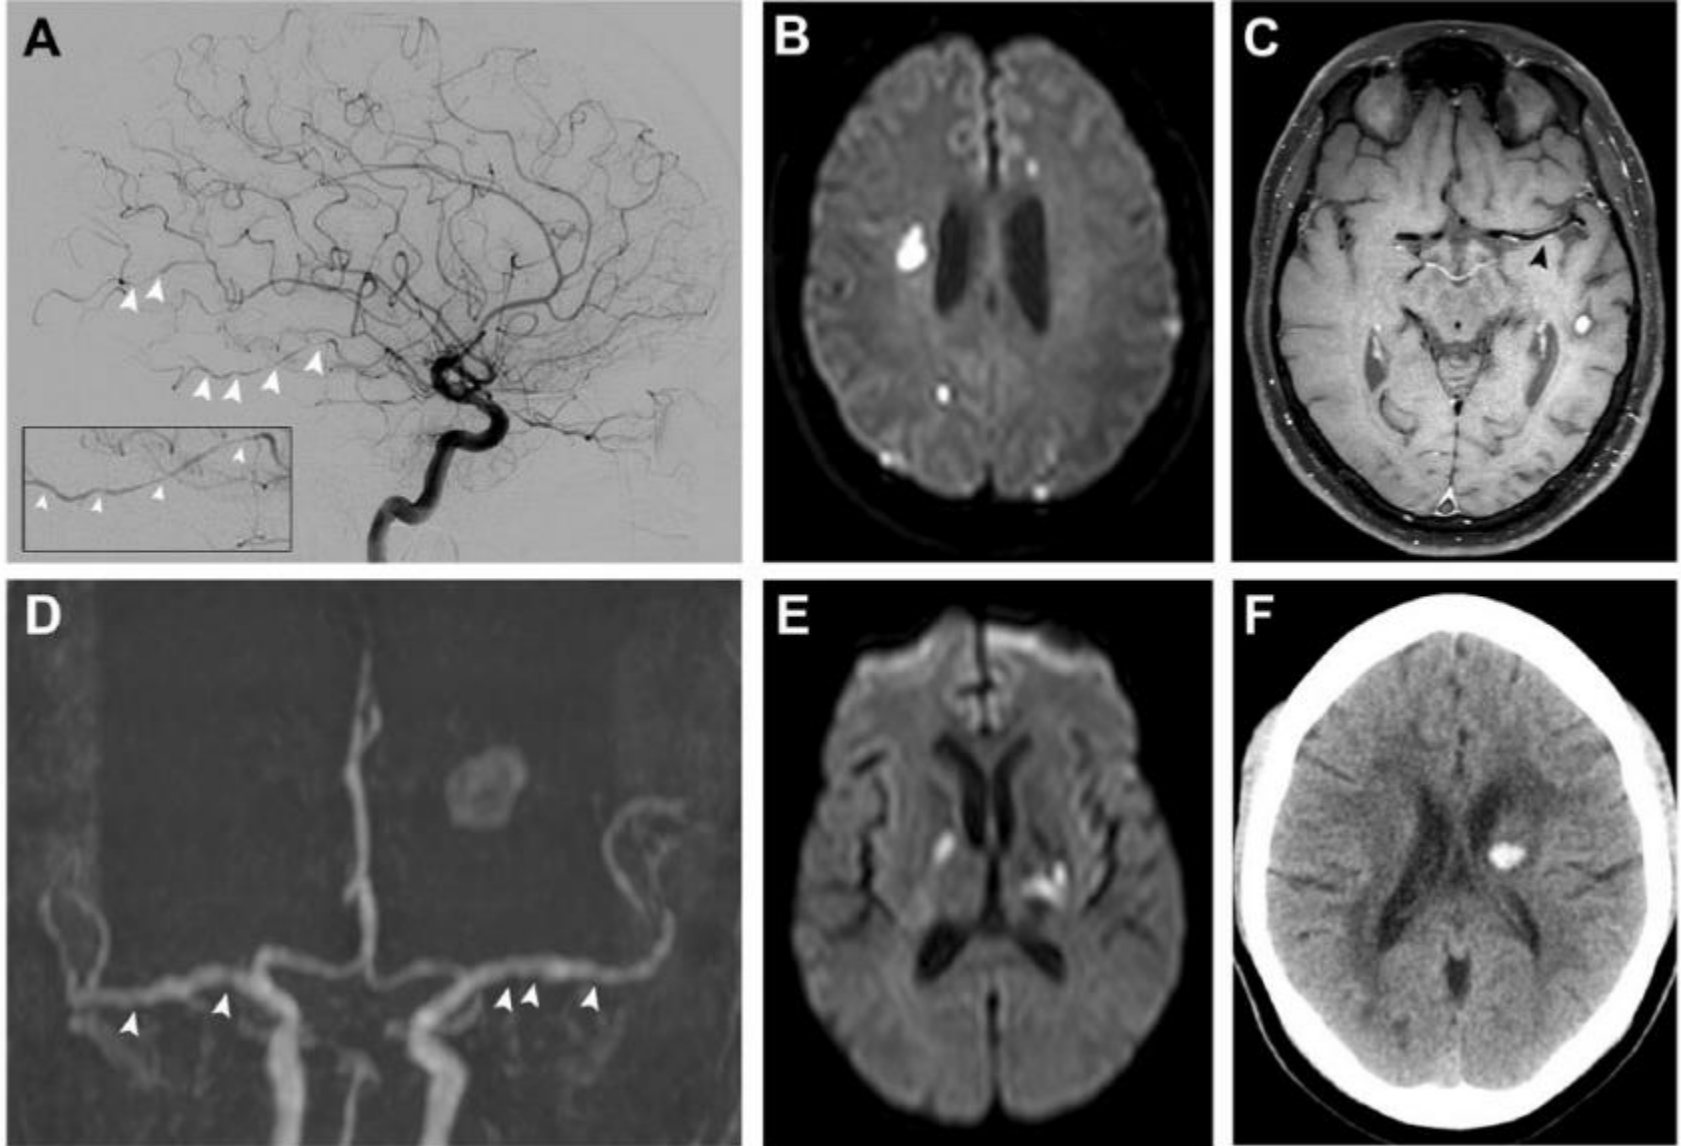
Imaging of patients with PACNS. (A) A 44-year-old patient presenting with multifocal segmental narrowing of intracranial arteries on cerebral angiogram, (B) multiple DWI-lesions in different vascular territories and (C) concentric enhancement of the M1-segment of the left middle cerebral artery on black blood MRI. (D) A 48-year-old patient with vessel beading on MRI-TOF-angiography, (E) bilateral infarctions of variable size [affecting different vascular territories and in various stages of healing], and (F) intracerebral haemorrhage.
